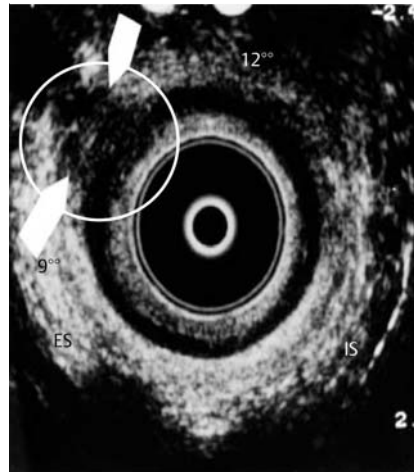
Endosonografie 2 Uhr, Schaden 9–11° SSL des Sphinkter ani externus.
